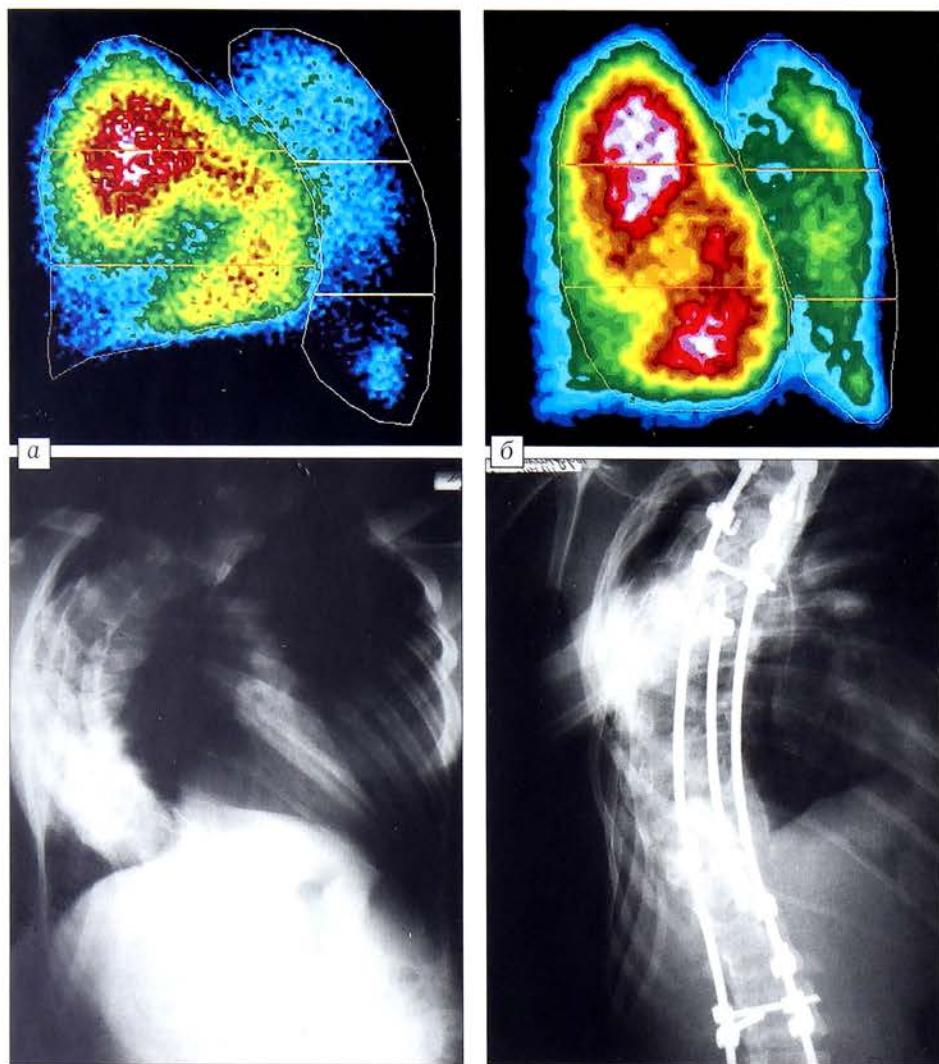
Сцинтиграммы задней поверхности легких и рентгенограммы позвоночника и грудной клетки больного Б. 18 лет с диспластическим правосторонним грудным кифосколиозом IV степени до (а) и после (б) оперативного лечения.
